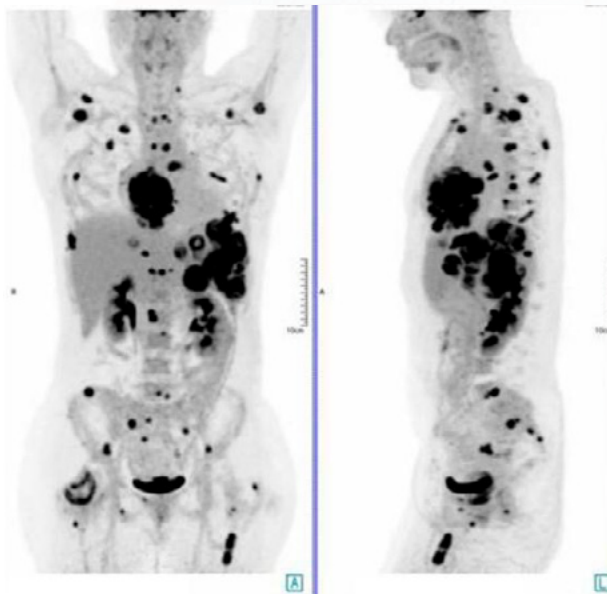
PET/TC. Afectación a distancia.
